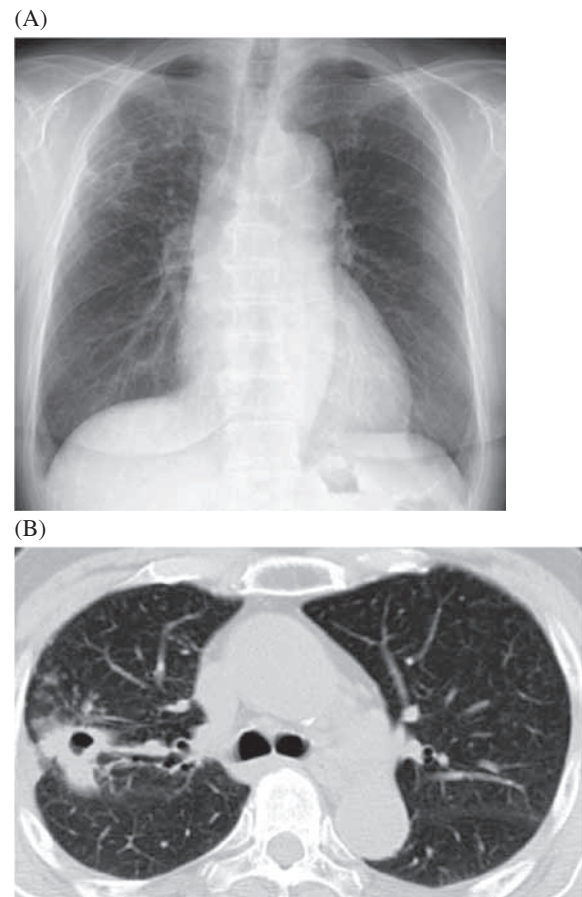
(A) Chest X-ray at the time of the first visit to our hospital. The X-ray showed a small cavity in the right upper lung field. (B) Chest CT scan imaging at the time of the first visit to our hospital, revealed a cavity surrounded by infiltration in the right lung field.
